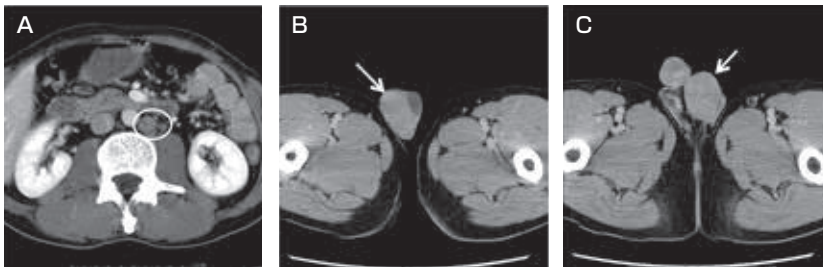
造影 CT。腹部傍大動脈リンパ節の腫大を認めた (A)。精巣のサイズは左右差に乏しくいずれも均一な造影効果を認め, 明らかな腫瘍は指摘できなかった (B,C)。
